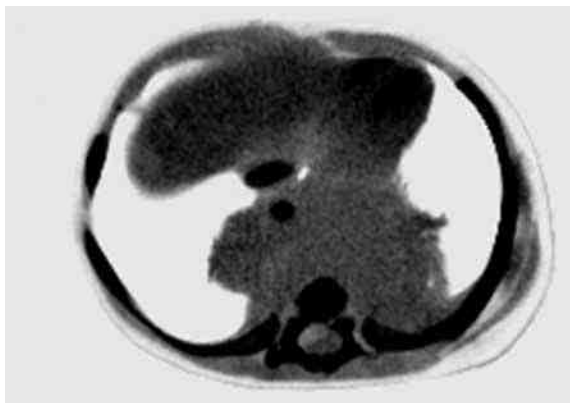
Компьютерная томограмма больной, 1 год. Диагноз: нейробластома заднего средостения с прорастанием в позвоночный канал на уровне Th₄–Th₅
